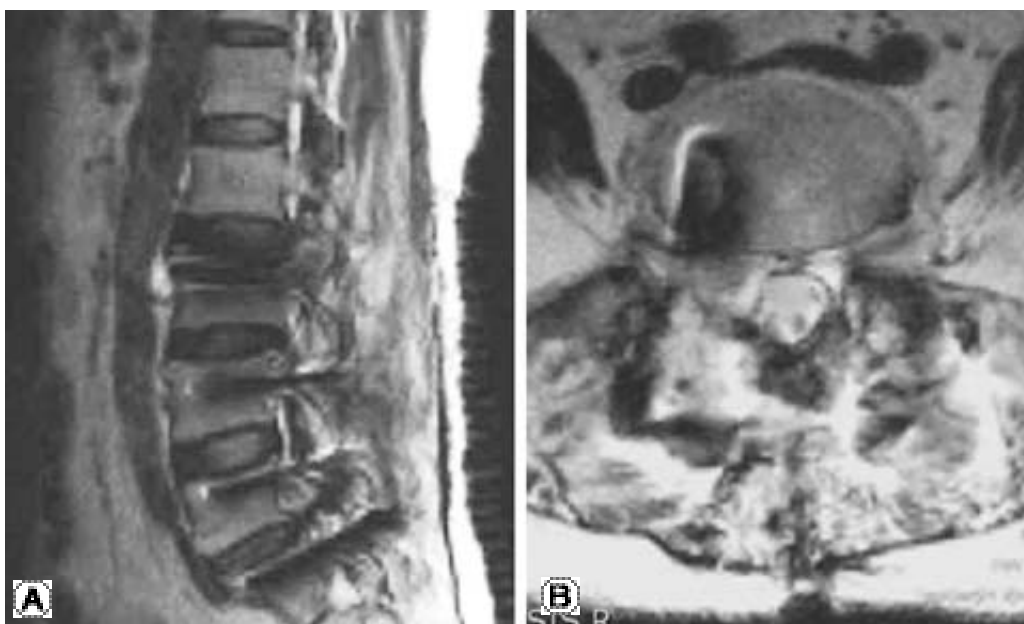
(A, B) T2-weighted MR image showed no causative mass for the left-sided foot drop.
